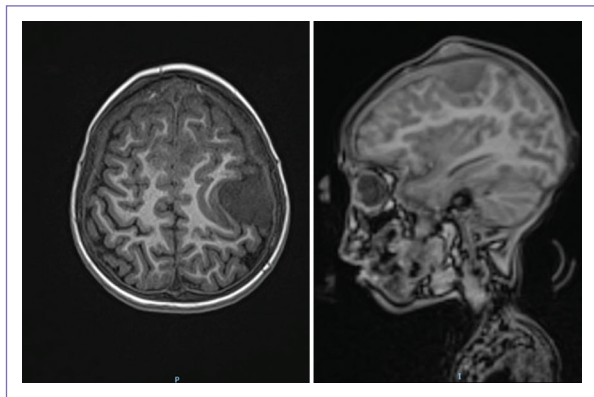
Resonancia magnética cerebral con lesión en lóbulo parietal.
